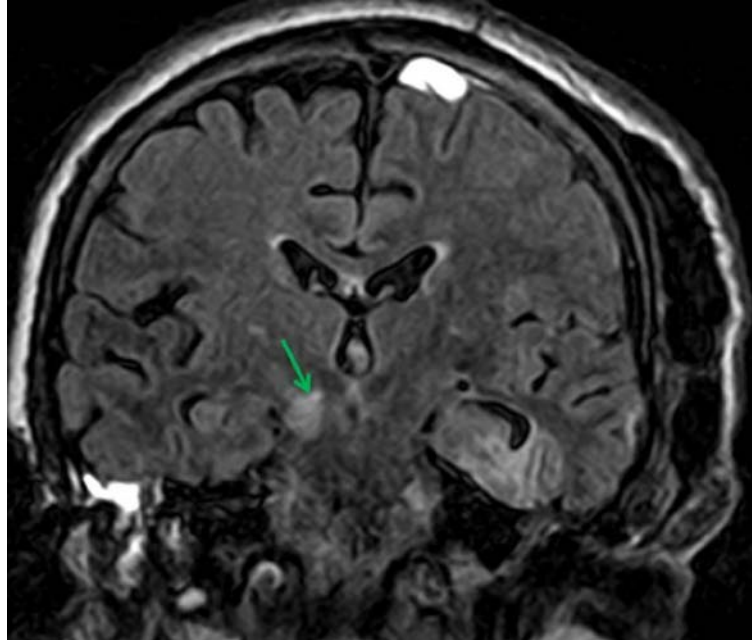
IRM cérébrale en coupe coronale en séquence FLAIR révélant un hypersignal dans le pédoncule cérébral droit (flèche verte). Ce patient présentait un HSDA à gauche [97]
